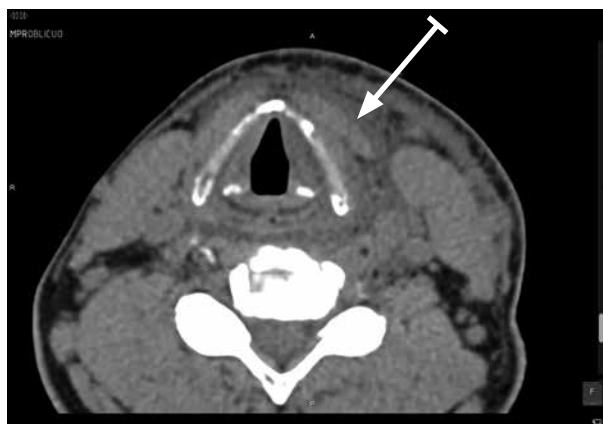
TC corte axial donde se observa solución de continuidad de los músculos infrahioideos en el lado izquierdo correspondiente a un desgarro muscular.
